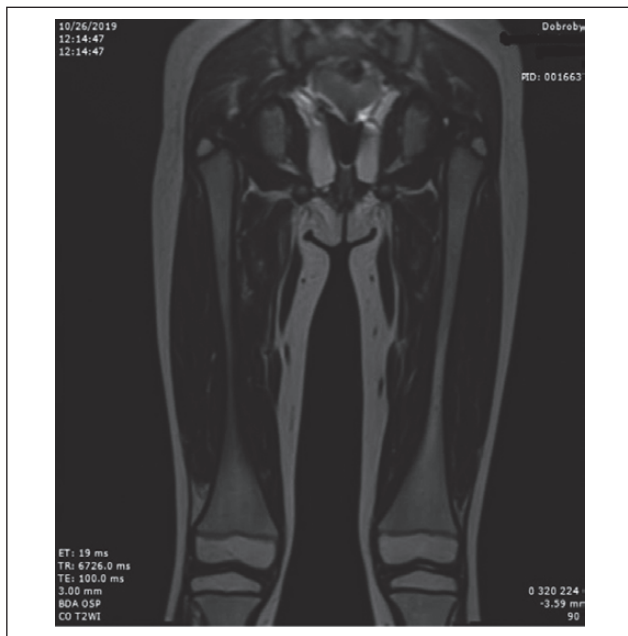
МРТ проксимальних відділів нижніх кінцівок (5-річна дівчинка з LGMD2A): симетричні атрофічні зміни у великих привідних м'язах стегон
